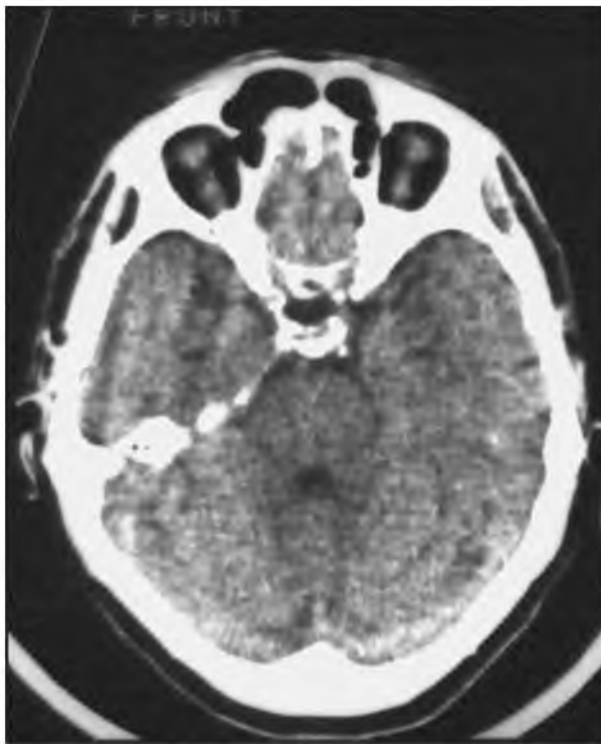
КТ больного Т., 57 лет, до проведения эндоваскулярного лечения
